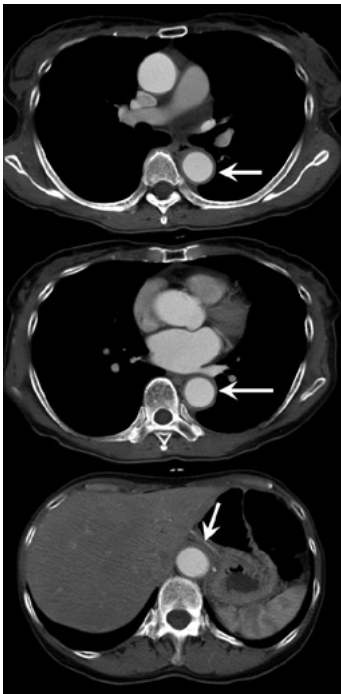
膠原病科に紹介後に撮影された造影CT。胸部、腹部大動脈の壁肥厚があるが狭窄は認めない。
